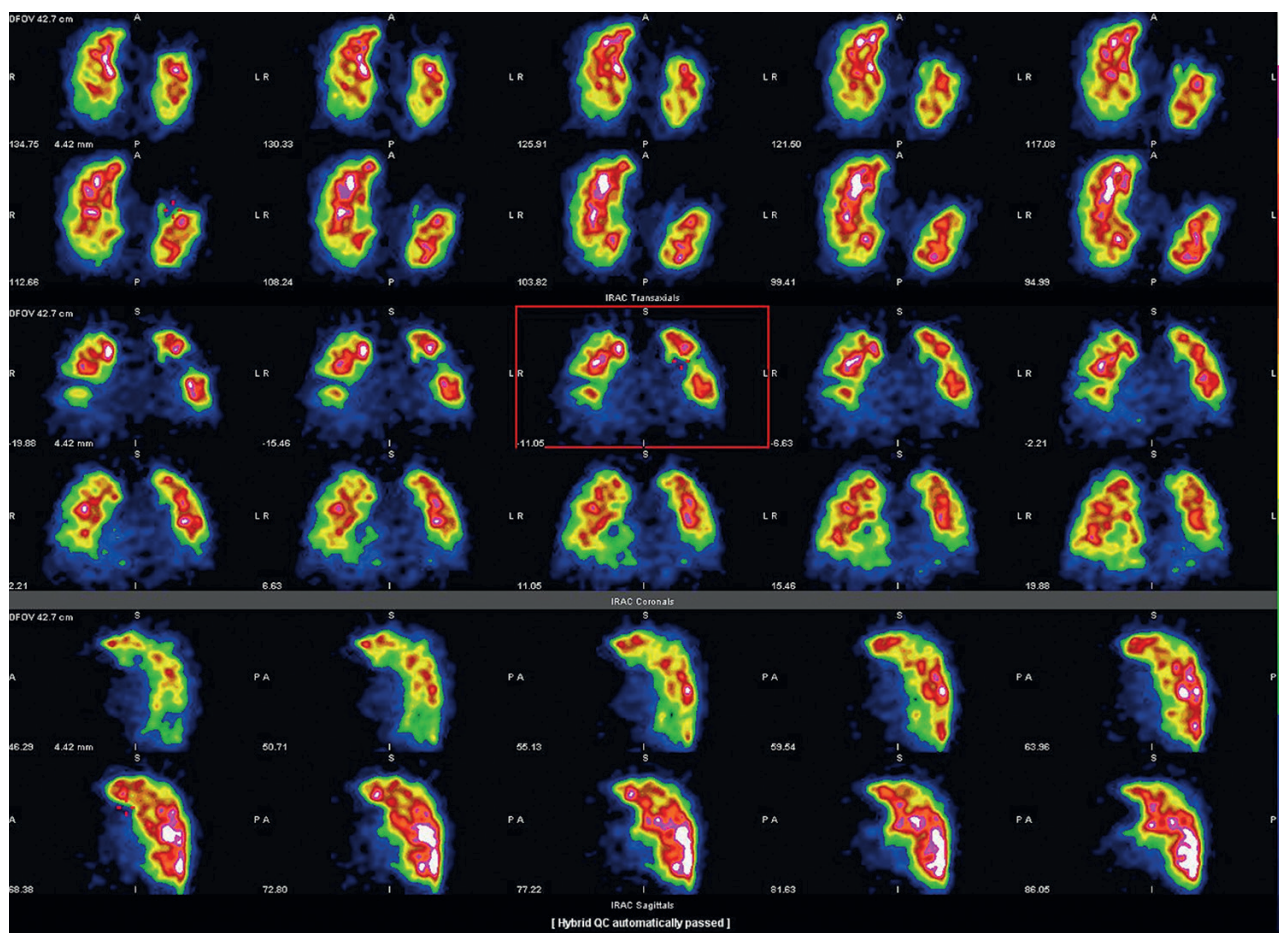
Нарушение микроциркуляции в обоих легких, характерное для хронической постэмболической легочной гипертензии. Вентиляционно-перфузионная скintiграфия легких (из архива А.В. Каралкина)
